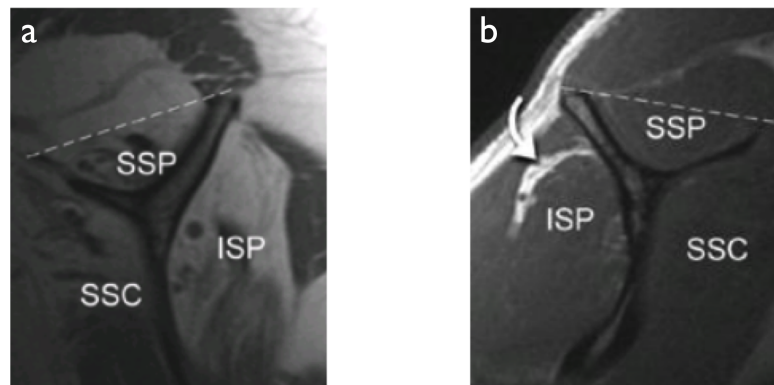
Sagittale MRT-Aufnahmen in T1-Wichtung mit eingezeichneter Tangente nach Zanetti *et al.*¹⁰² (gestrichelte Linie) im Bereich des M. supraspinatus (SSP). (a) positives Tangenzteichen (Muskelbauch kaudal der Tangente), (b) negatives Tangenzteichen (Muskelbauch kranial der Tangente) und geringgradige fettige Degeneration im M. infraspinatus (Pfeil).³⁷
